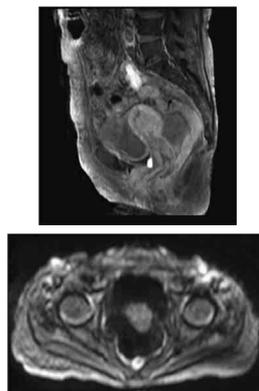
胸腹骨盤部 CT・MRI 所見 (入院後)
